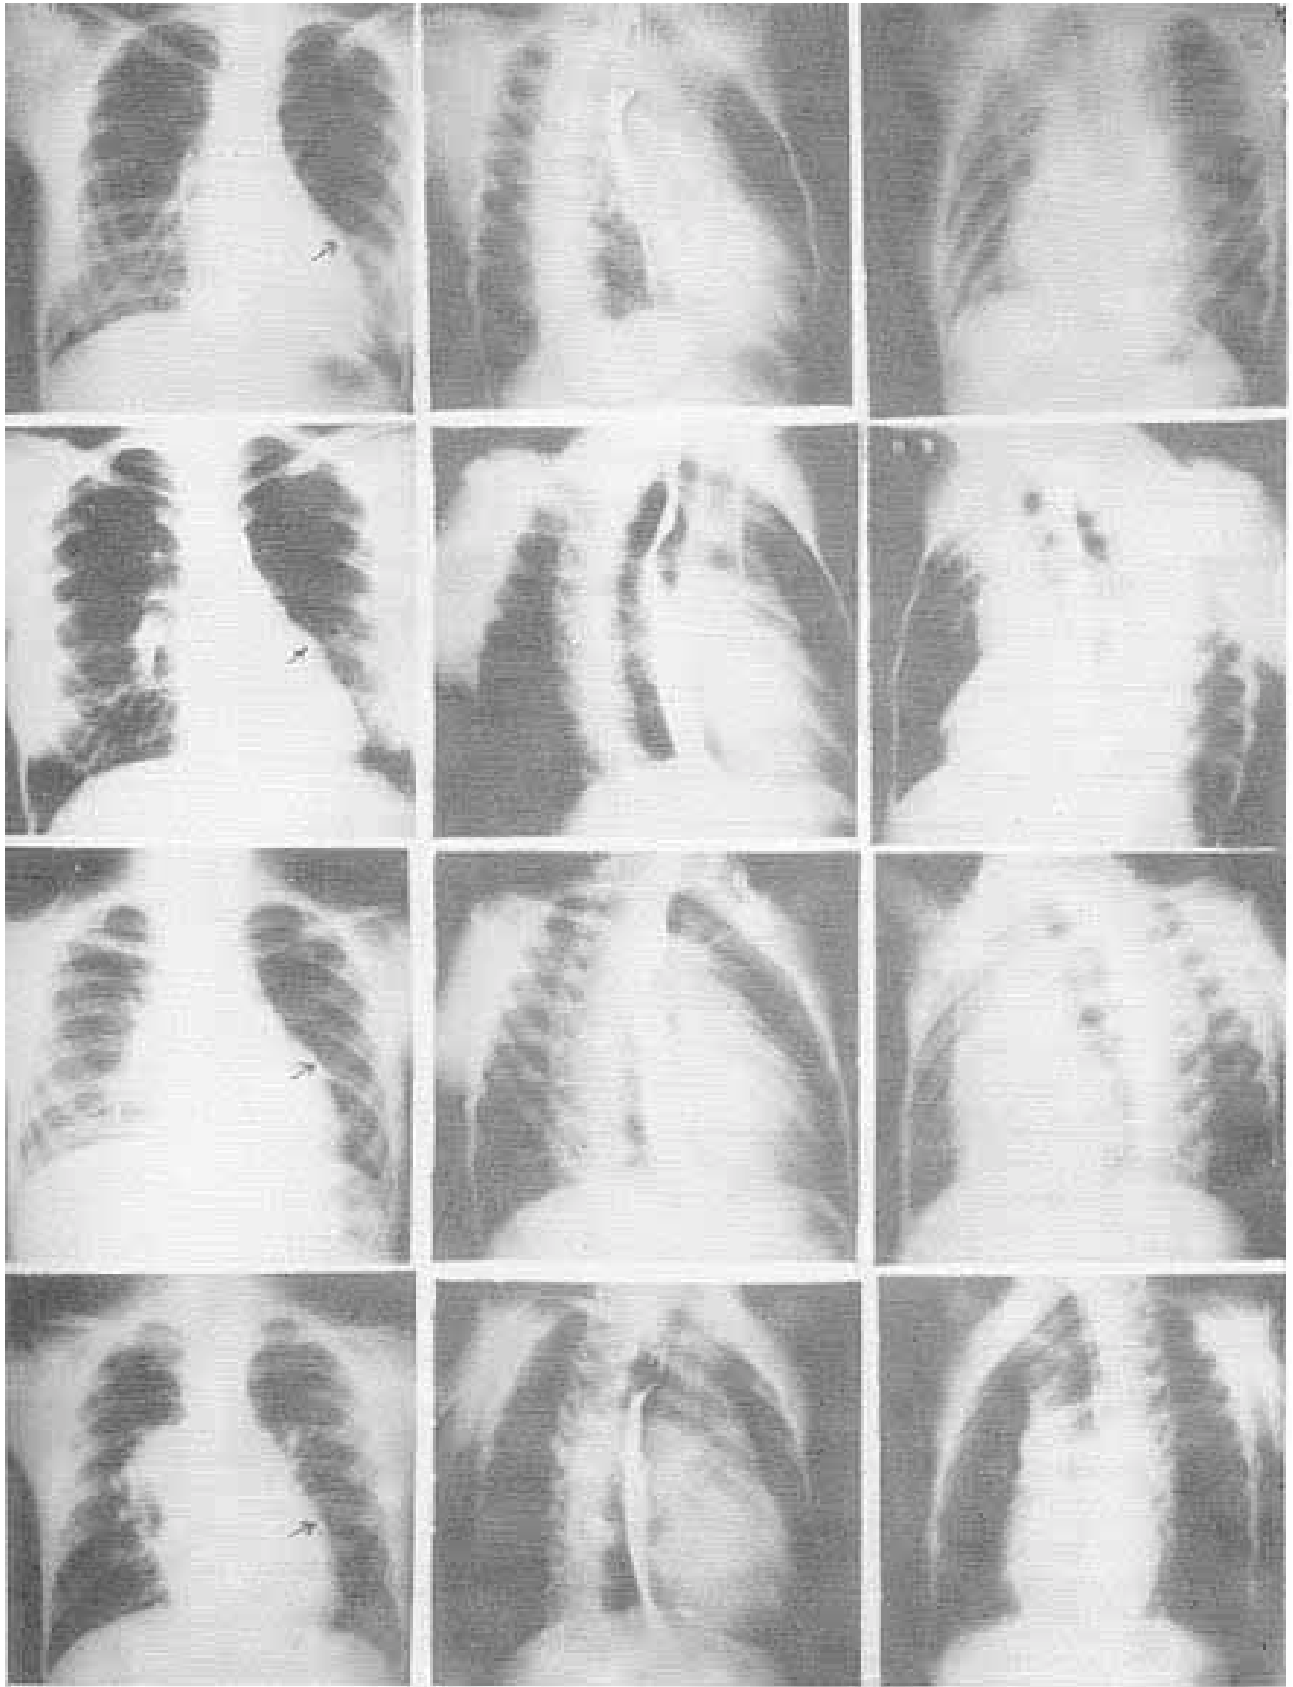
Radiografia em PA, OAD e OAE dos casos 2,3,4 e 6. As setas indicam as saliências discretas da câmara acessória.
